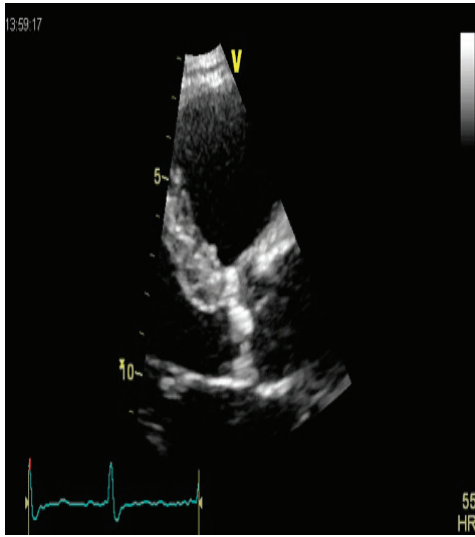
Calcificazione importante delle cuspidi valvolari aortiche. La sezione parasternale asse lungo consente anche la misurazione del diametro del tratto di efflusso del ventricolo sinistro (LVOT).
